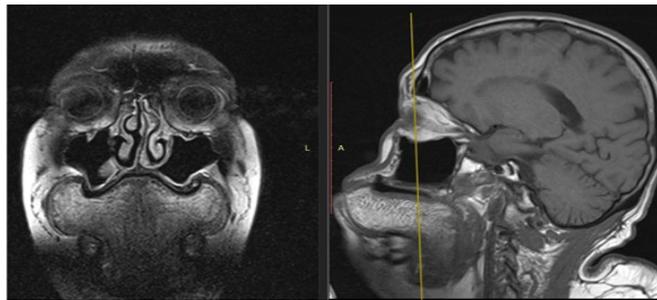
МРТ1 изображения в коронарной и сагиттальной плоскости. Визуализируется выраженное увеличение языка. Увеличенный язык билатерально пролоббширует в щечную полость. Структура языка неоднородна, преимущественно представлена жировой тканью
